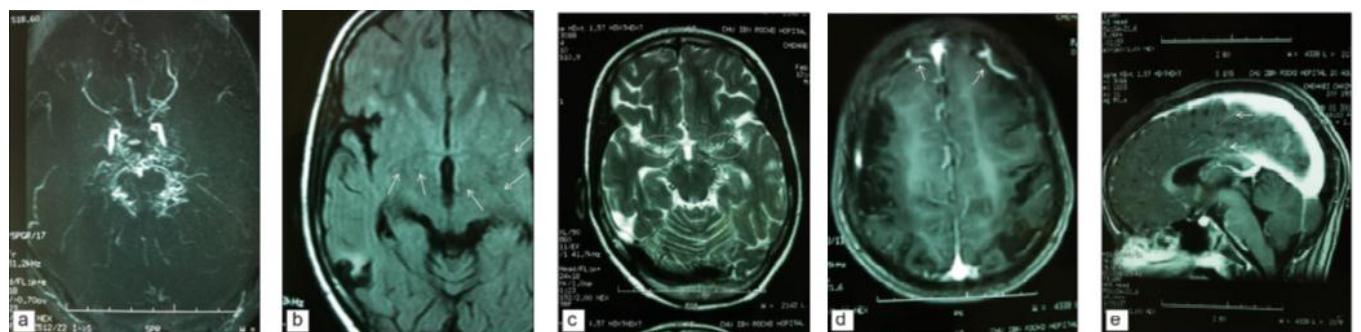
IRM encéphalique avec angio-IRM dans la MMM (24)
